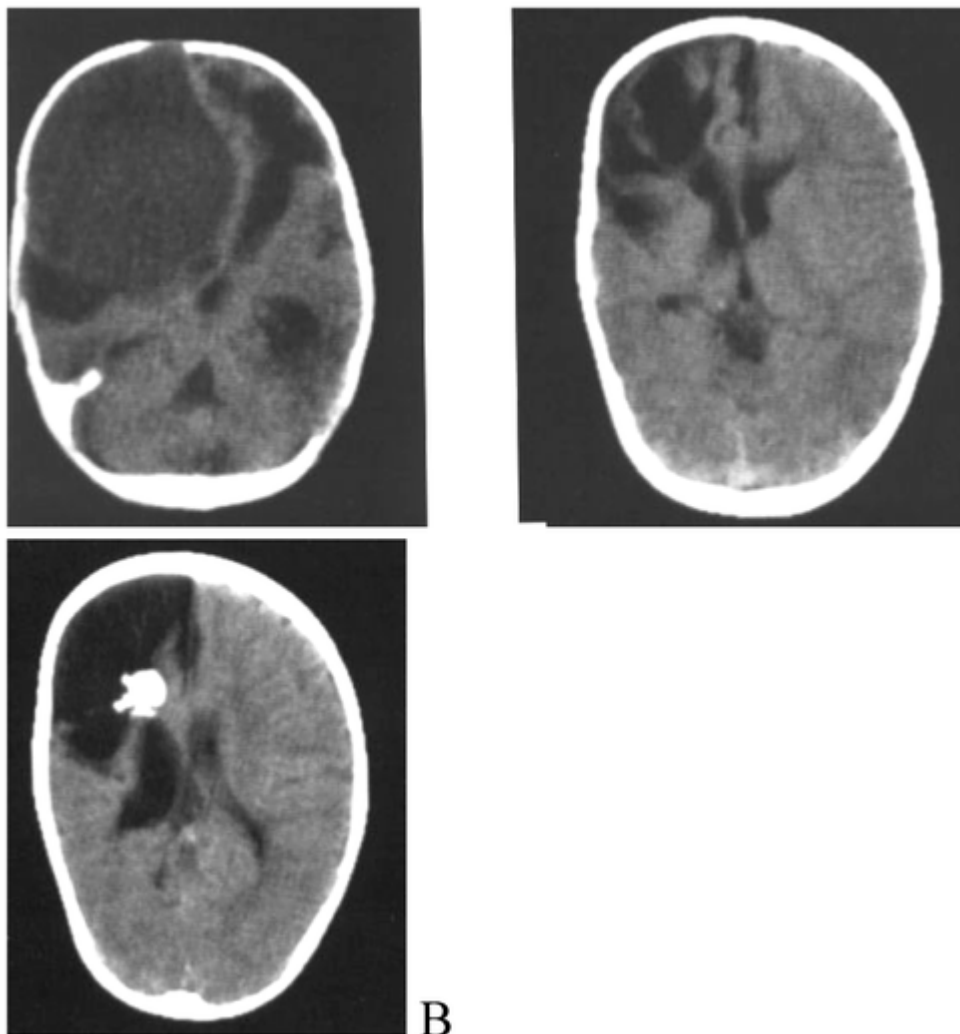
Компьютерные томограммы ребёнка с гнойным менингоэнцефалитом, осложнённым абсцессом левой лобной доли. А — компьютерная томограмма, полученная в возрасте 1 мес. Определяется смещение срединных структур вправо, расширение и деформация желудочковой системы. В левой лобной области определяется обширный участок пониженной плотности — абсцесс. Б, В — компьютерные томограммы того же ребёнка, полученные в возрасте 3-х лет. В левой лобной области определяется кальцификат, ликворная полость, расширение левого бокового желудочка.
